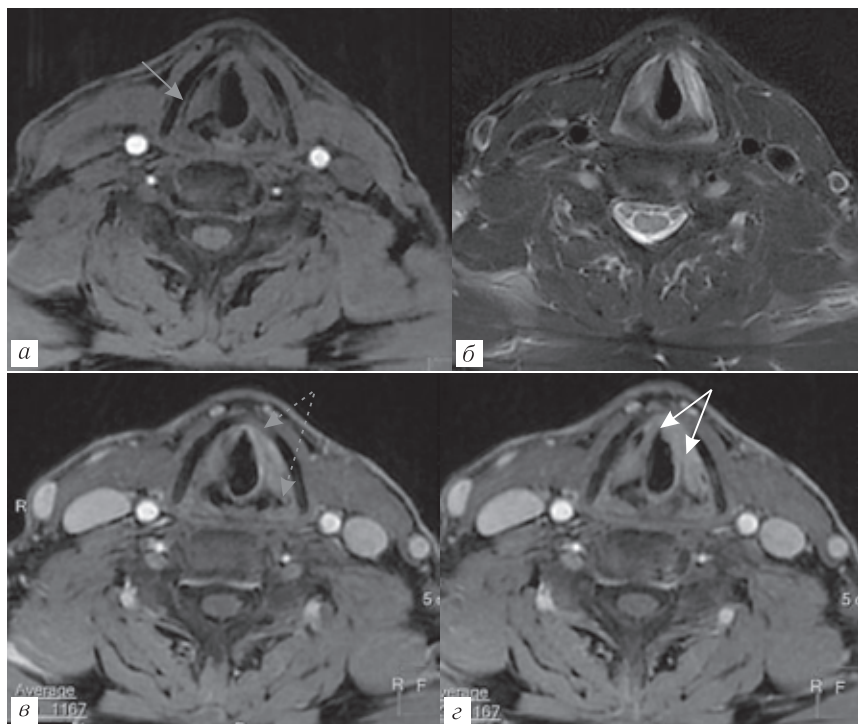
Опухоль гортани слева, МРТ-исследование, аксиальная плоскость, изображения с подавлением сигнала от жира: *а* — T1-ВИ до контраста, *б* — T2-ВИ, *в*, *г* — T1-ВИ после контраста. Видна опухоль левой голосовой складки (белые стрелки) с распространением на переднюю комиссуру и левое параглоттическое пространство (хорошо определяемое справа на рис. *а*, серая стрелка).
